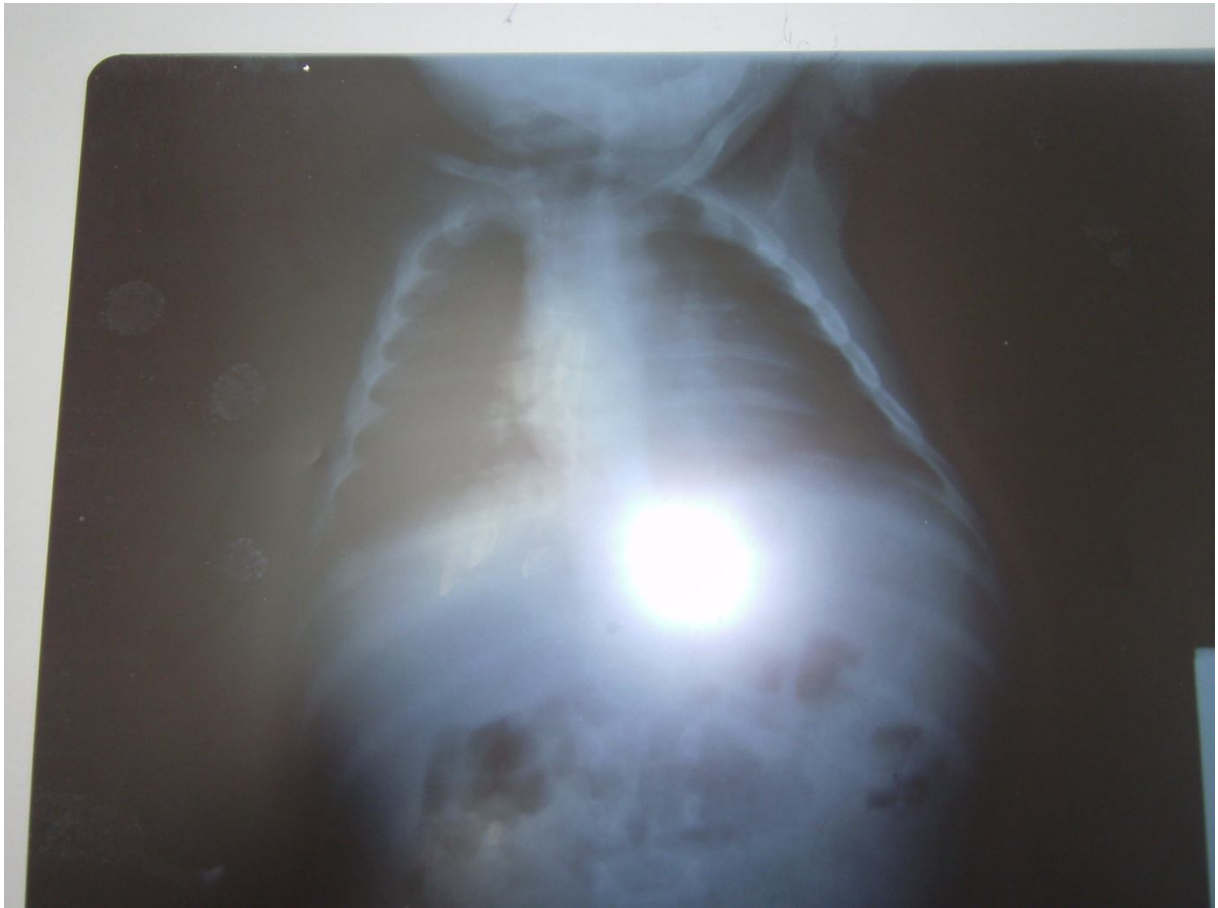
une radiographie standard cervico-thoraco-abdominale de la patiente
